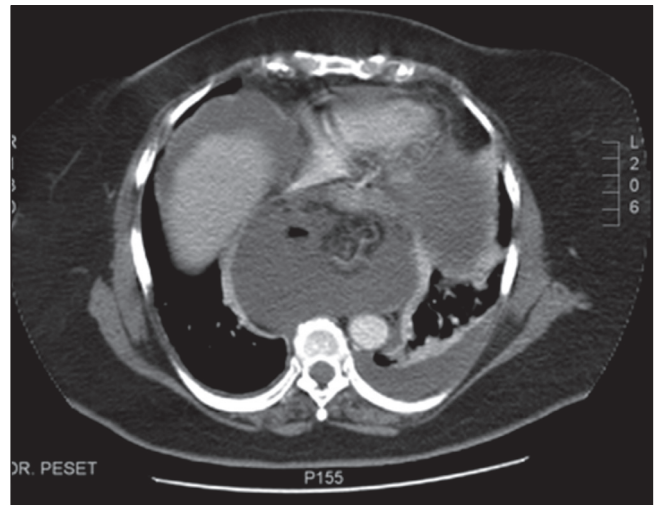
Corte transverso de TC torácico, apreciando a nivel posterior de mediastino gran saco herniario con abundante líquido en su interior.
